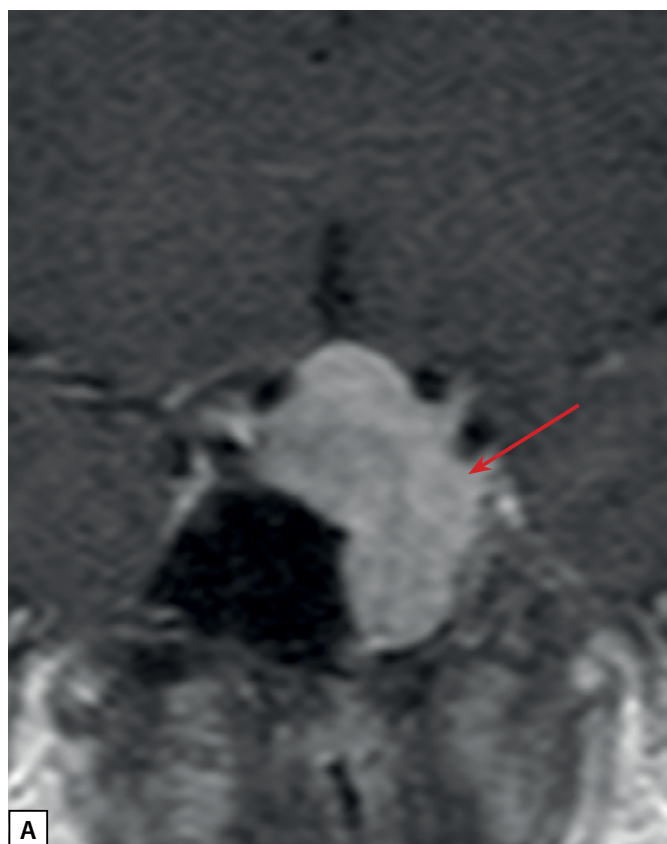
МРТ и КТ исследования пациентки С.Н.А. а) МРТ гипофиза до оперативного вмешательства, корональная проекция, T1 ВИ с контрастным усилением. Макроаденома гипофиза (стрелка); б) МРТ гипофиза после оперативного вмешательства, корональная проекция, T1 ВИ с контрастным усилением. Макроаденома гипофиза (стрелка), уменьшение размеров; в) МСКТ легких, легочный режим, артериальная фаза, аксиальная проекция. Нейроэндокринная опухоль в S4 левого легкого (стрелка).
